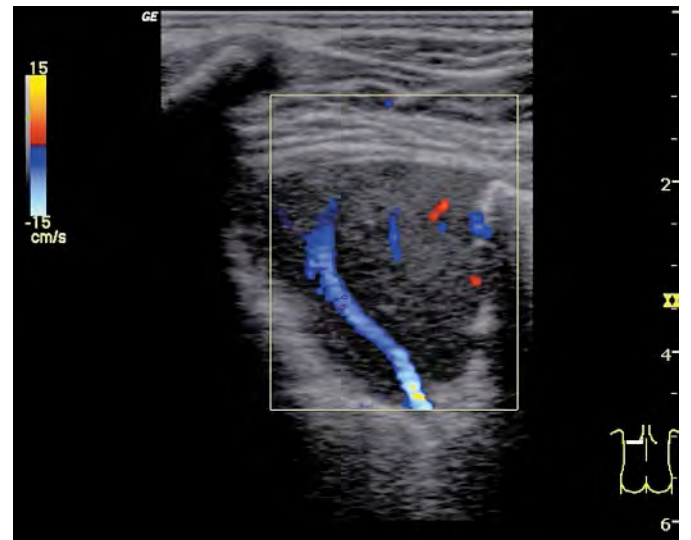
Gleiche Schallkopfposition wie Abb.1 mit Farbdoppler.
